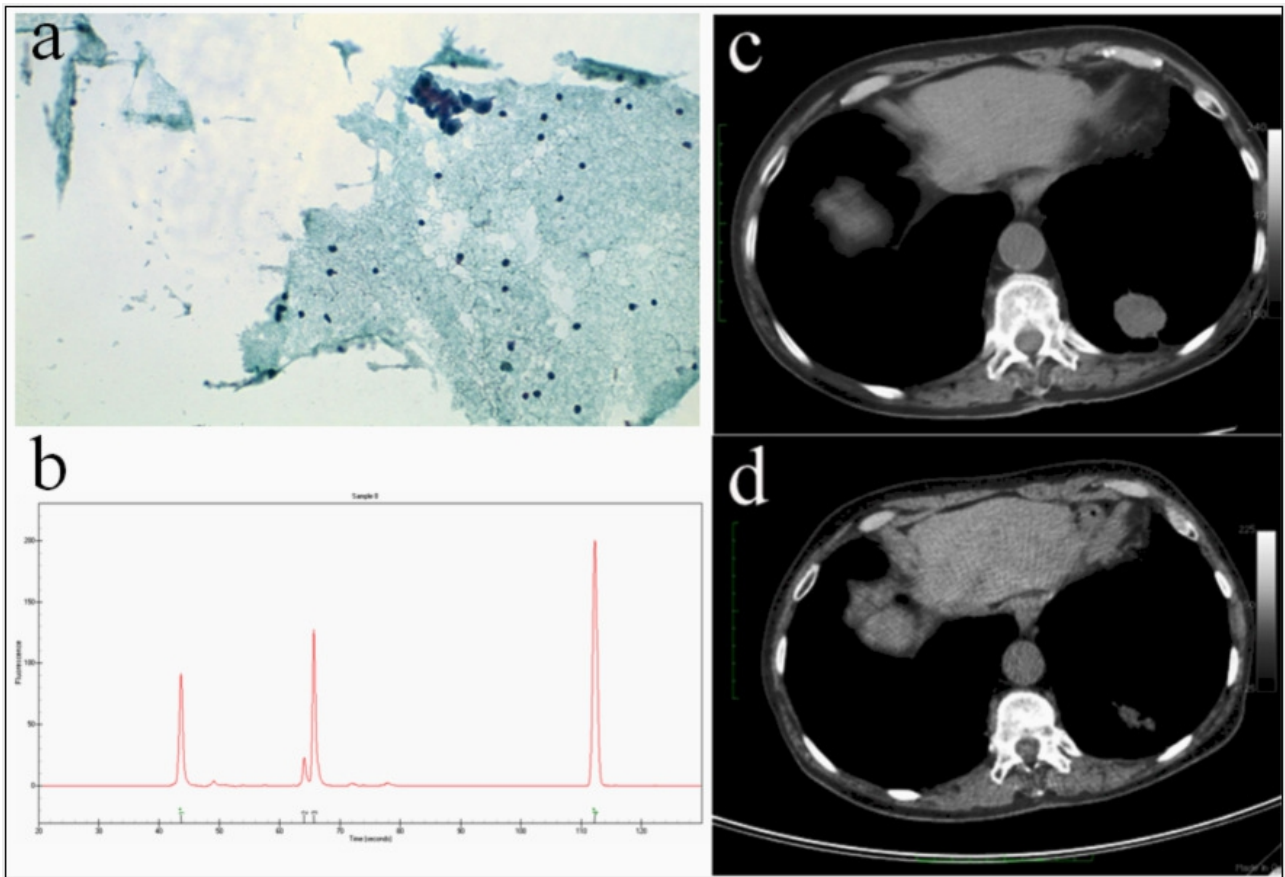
Una delezione dell'esone 19 di EGFR rilevata dal saggio per l'analisi della lunghezza dei frammenti (b) su DNA estratto da cellule di ADC (a) di un pazienti che ha mostrato una risposta parziale al trattamento con gefitinib, come mostrato dalla TC basale (c) e durante il corso del trattamento (d) CT. In questo specifico caso, il sequenziamento genico diretto non era stato in grado di rilevare l'alterazione.
